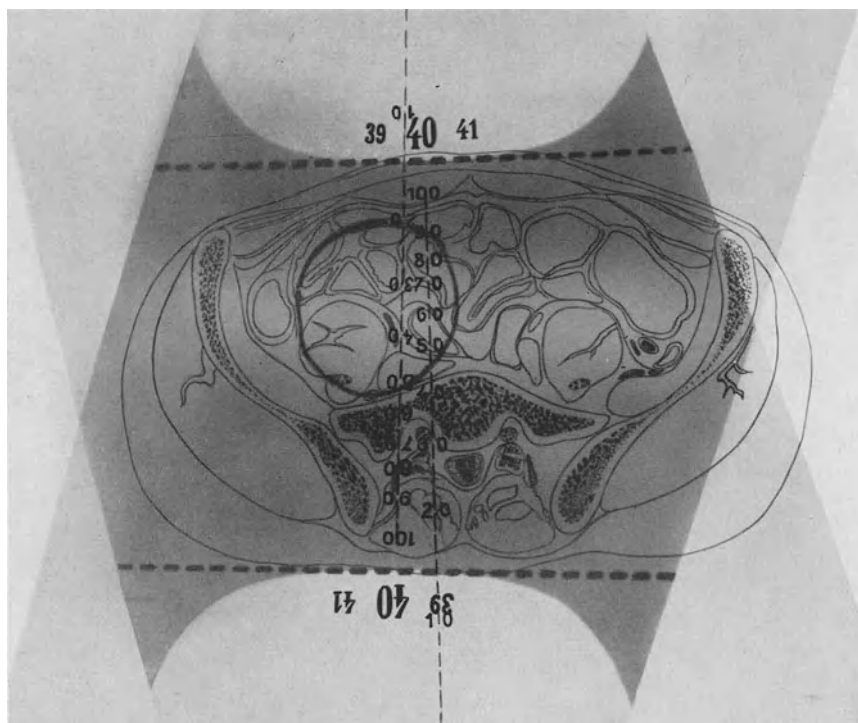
Ungünstige Dosenverteilung für die Bestrahlung eines Krankheitsherdes in der Psoasgegend. Die Felder sind viel zu groß und vergiften weite, gesunde Körpergebiete unnötig mit hohen Röntgendosen. Zudem erreicht der wirksamste Teil der Strahlenkegel den Krankheitsherd selbst nicht. Deshalb erhält dieser eine wesentlich schwächere Dosis, als die zu schonenden gesunden Körpergebiete.
